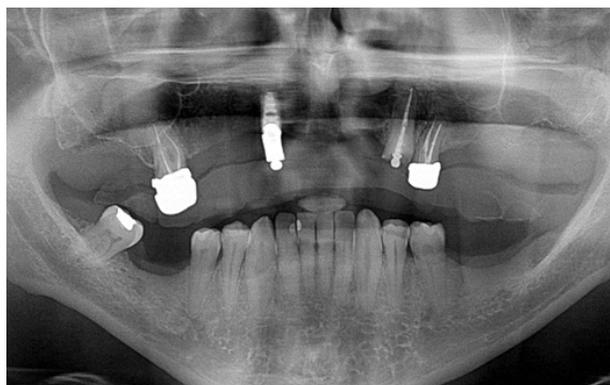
Ortopantomografia pre-chirurgia implantare
